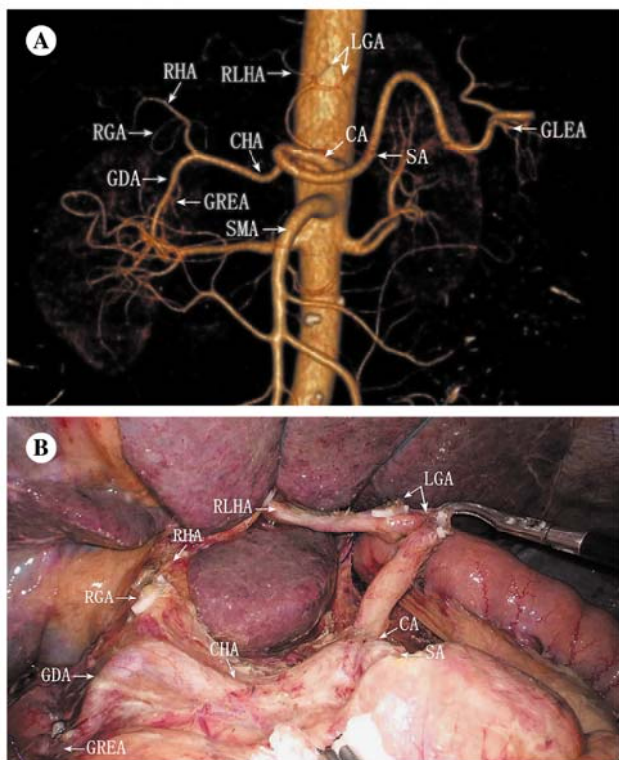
胃周血管的正位 CT 血管造影图与术中所见图
